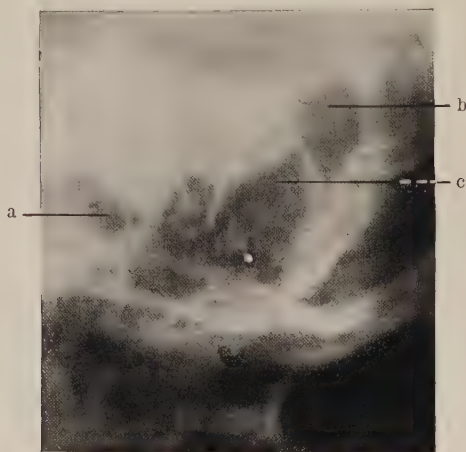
Röntgenbild desselben Warzenfortsatzes wie in Abb. 30 (15 Tage später). a = äußerer Gehörgang. b und c = Einschmelzungs-herde.
